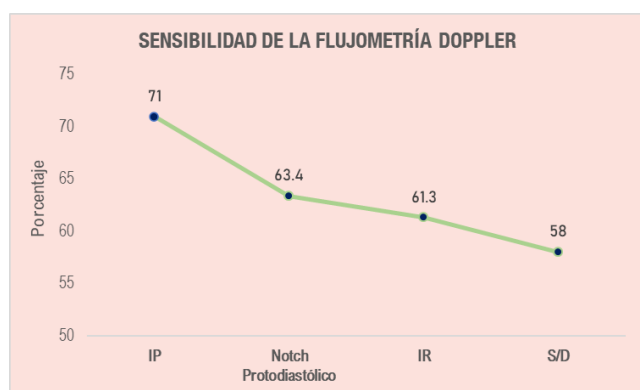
Sensibilidad de la flujometría Doppler anormal de las arterias uterinas en la predicción de preeclampsia.
